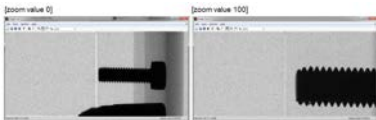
Zoom value 값 0과 100에 대한 X선 영상
